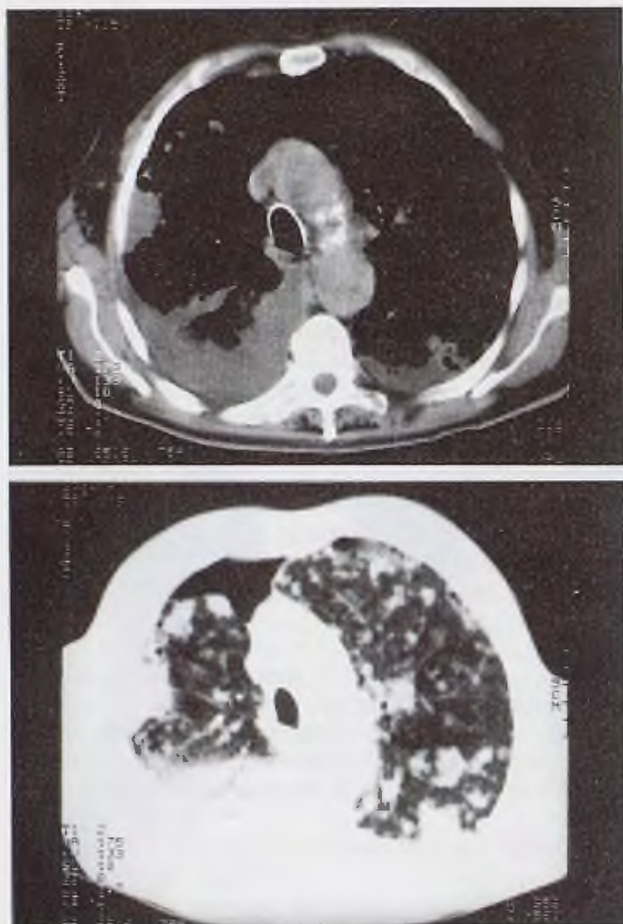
TC toràica. Lesions nodulars bilaterals múltiples; amb àrees de consolidació en els 2 lòbuls inferiors.
